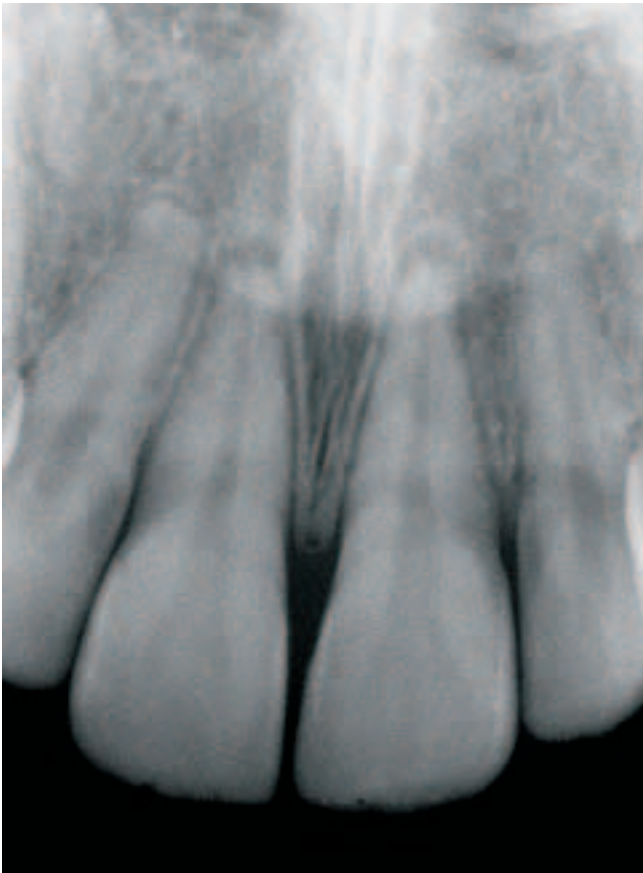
b Die Röntgenaufnahme zeigt einen verbreiterten Parodontalspalt apikal bei 11 und 21.
